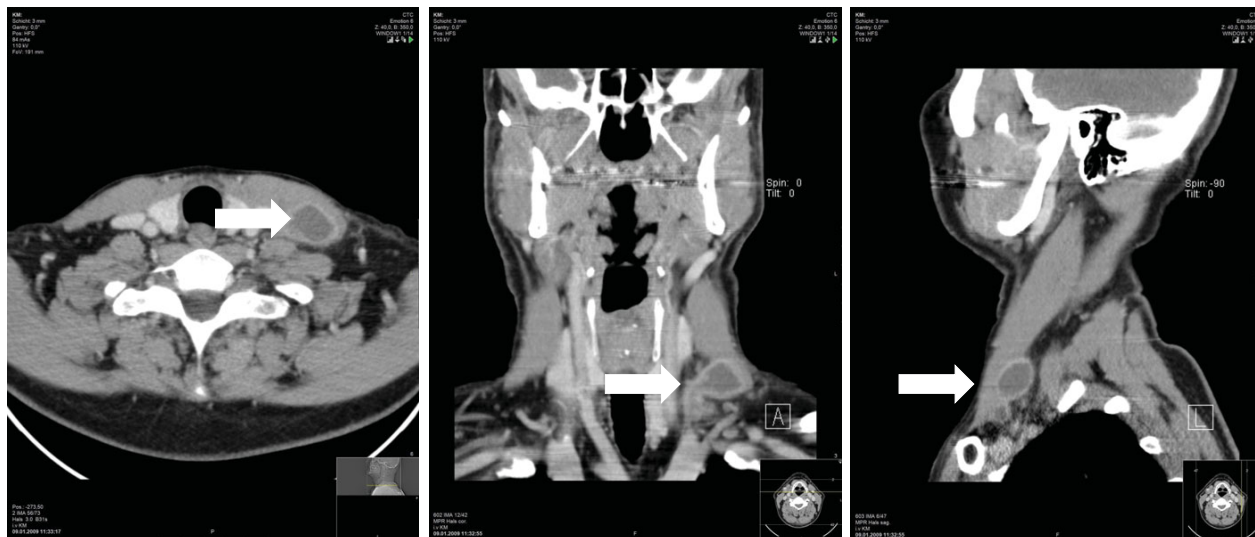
Kontrastmittel-unterstützte CT des Halses (links: axial, mittig: coronal, rechts: linkssagittal): zu erkennen ist eine 4x3x3cm große, peripher Kontrastmittel aufnehmende und zentral hypodense Raumforderung, die sich adherent zum linksseitigen M. sternocleidomastoideus zeigt (Lymphknoten-Level IV; ->)
